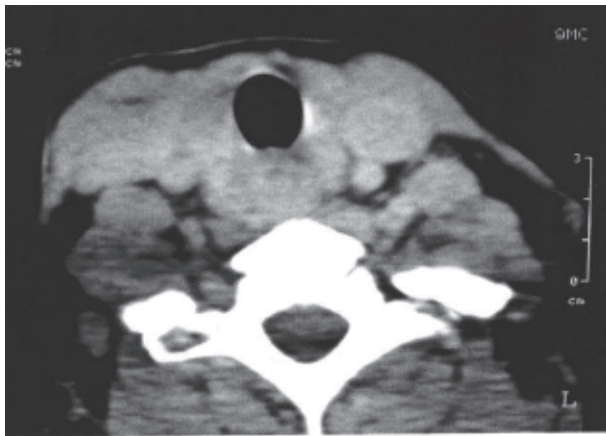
CT scan of neck. Note great shrinkage in tumor size and increase in tracheal diameter.
